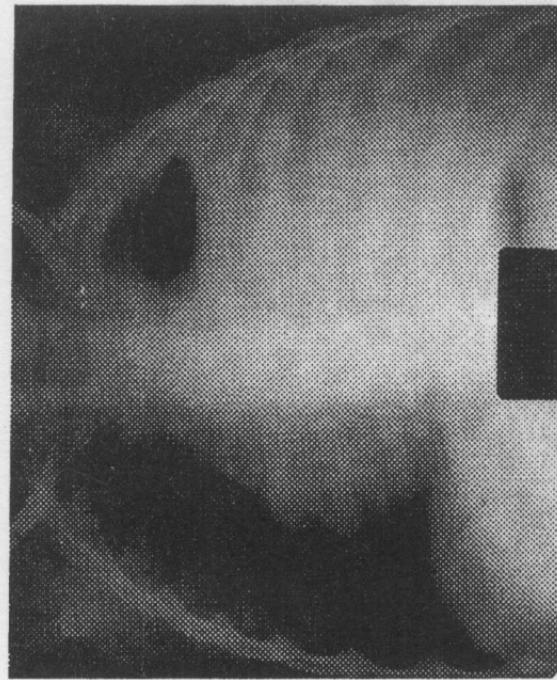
Radiografie. Bolnav în vîrstă de 5 ani. Cordul și organele mediastinale deplasate spre dreapta. Hemidiaphragmul drept, marginea cardiacă, sinusul costo-diafragmatic sunt mascate de opacitate lichidiană. Piopneumotorax compresiv pe stânga.
